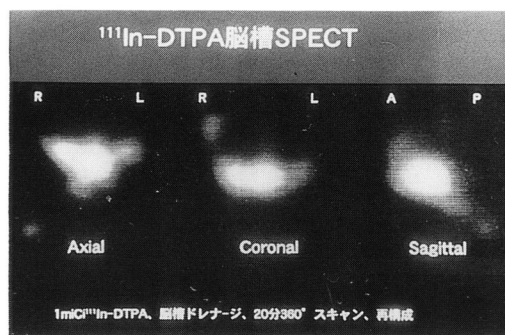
¹¹¹In-DTPA脳槽SPECT: 鞍上槽、シルビウス裂、半球間裂が描出され、灌流液が脳槽に十分拡散している。
